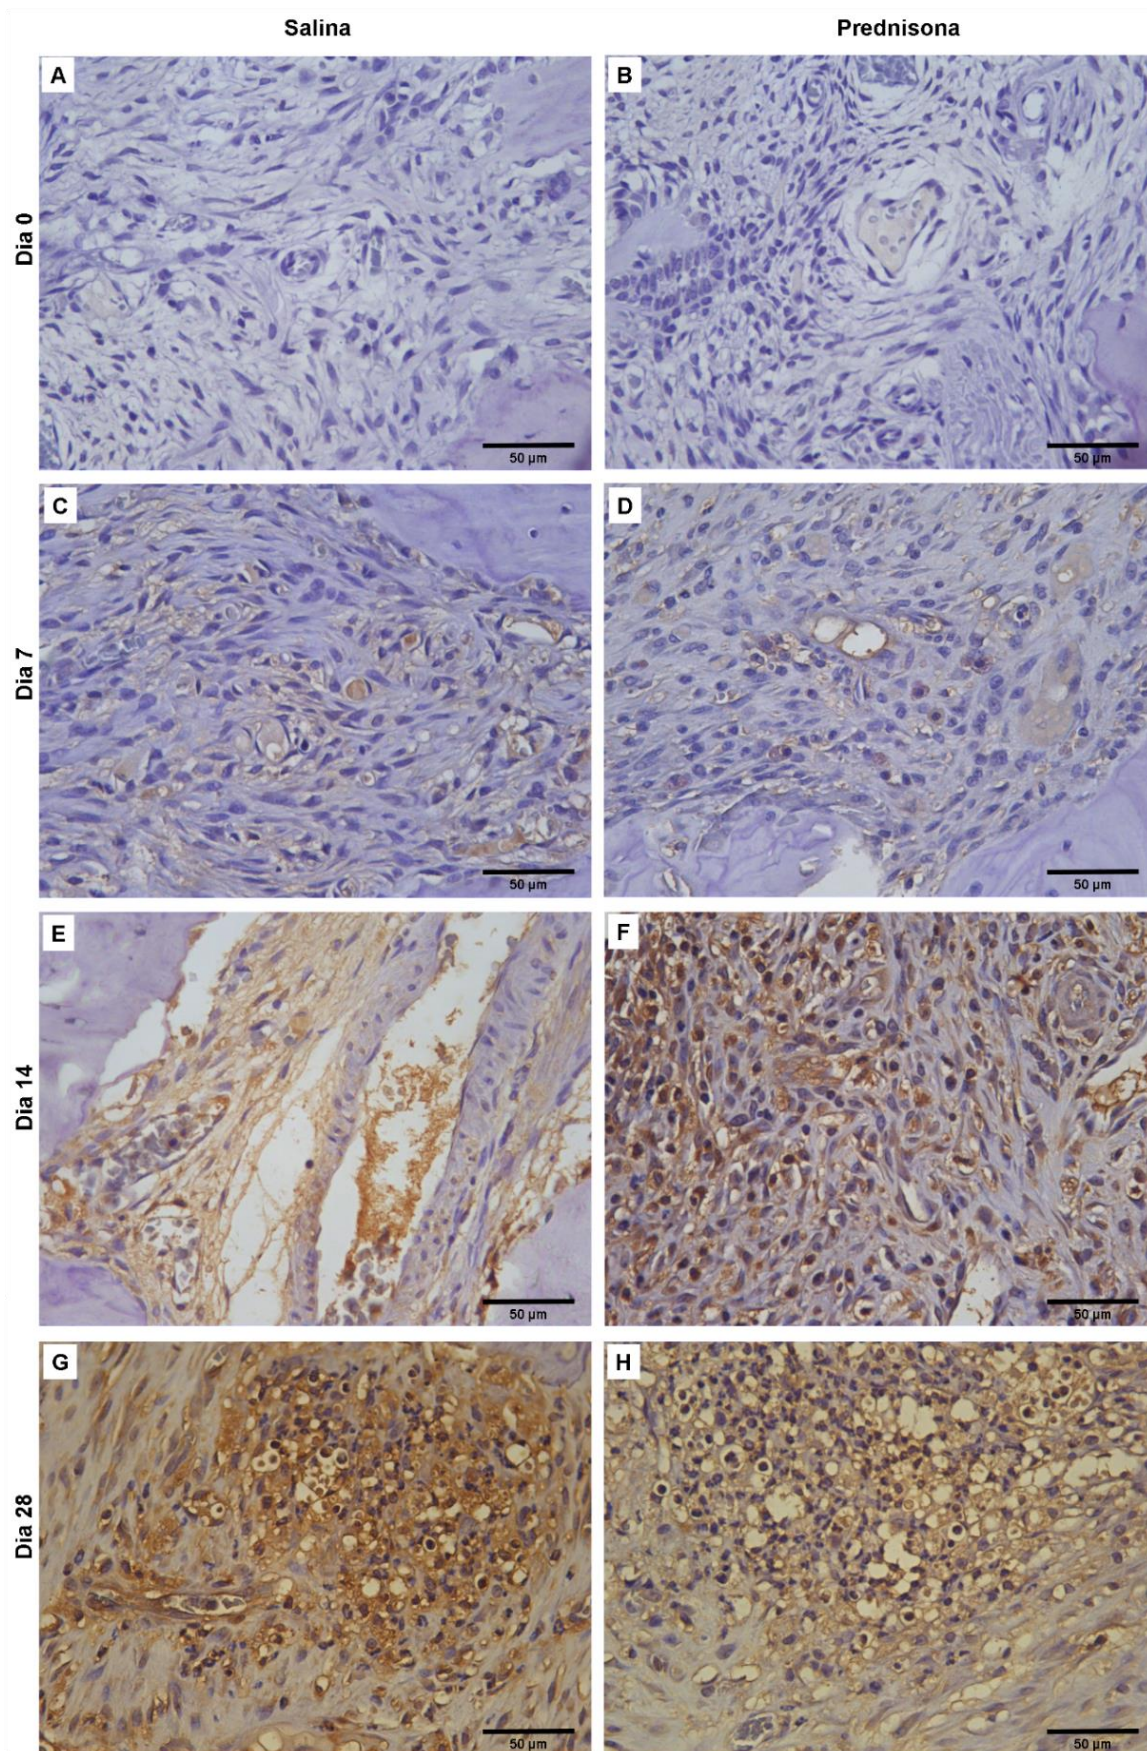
Imunomarcacão de IL-1 β das áreas de lesão periapical dos animais tratados com salina (A,C,E e G) ou prednisona (B, D, F e H), nos dias 0, 7, 14 e 28. 400x
